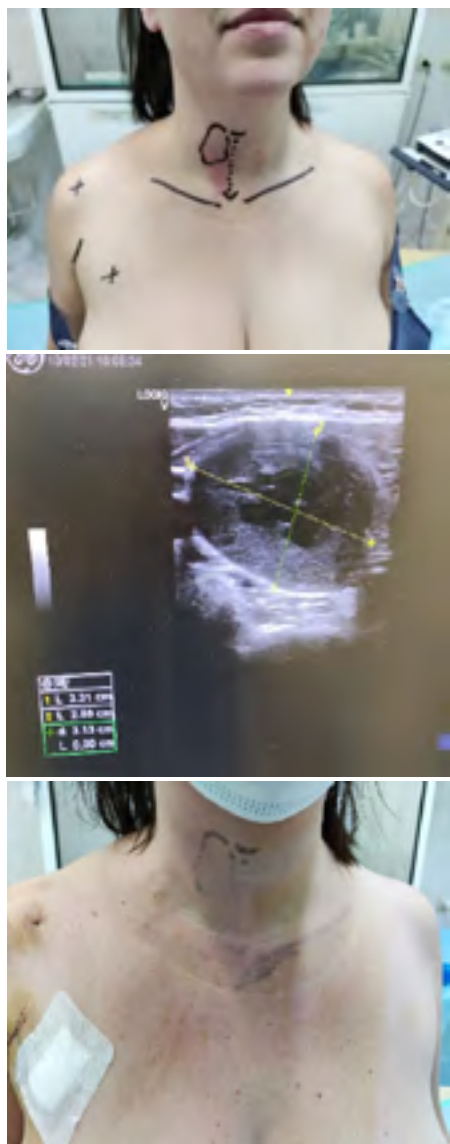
Разметка ориентиров до операции (а), данные УЗИ (б), вид на 1 сутки после операции (с)
